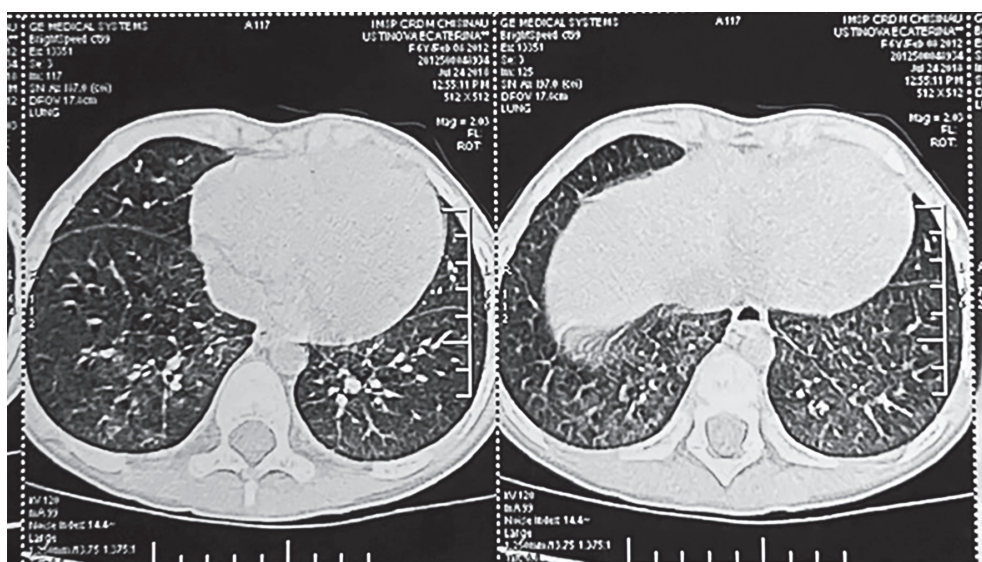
CT pulmonar 08/09/2023. Modificări pulmonare și în țesut hepatic în cadrul hemosiderozei. Hipertensiune pulmonară de grad minim. Reversat pericardic minim.
